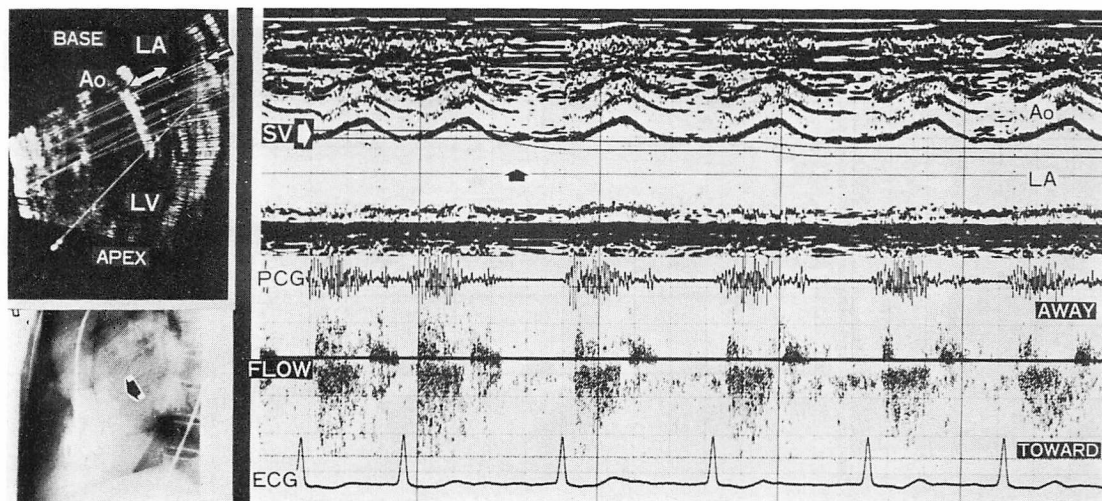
Abnormal Doppler signals in a patient with torn chordae of the posterior mitral leaflet.
